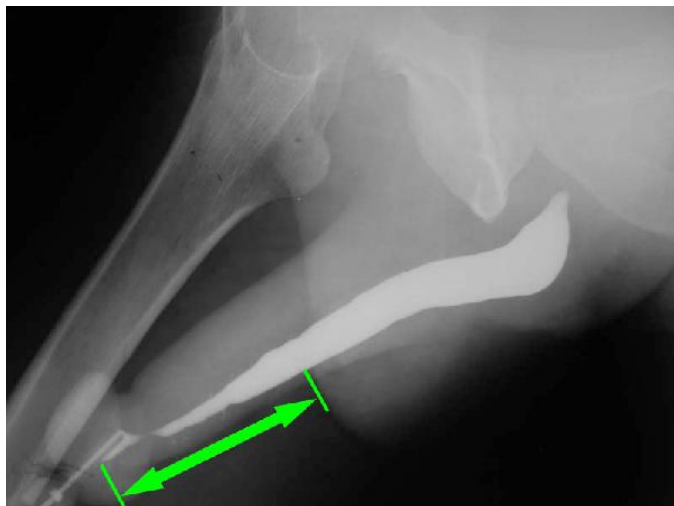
Рентгенограма. Уретрографія: звуження уретри
